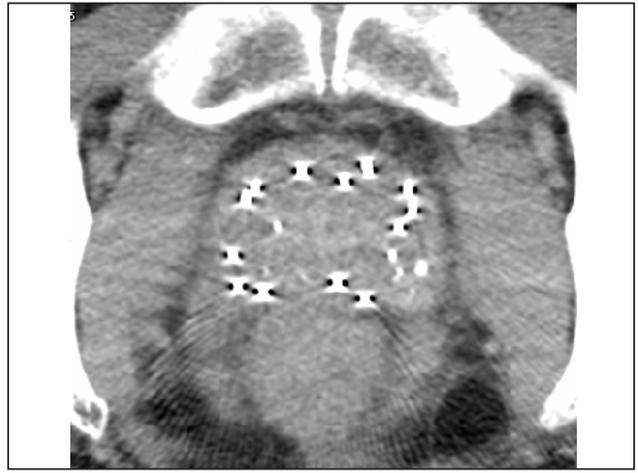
Рентгеновская компьютерная томограмма предстательной железы через месяц после имплантации.
